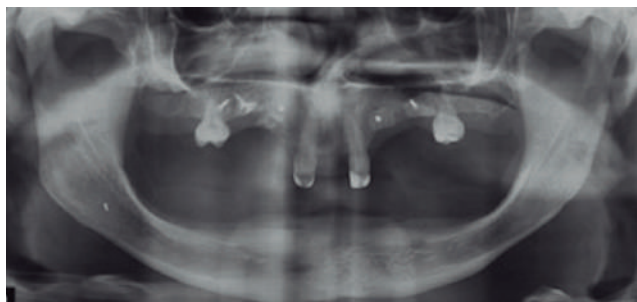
Orthopantomogram (OPG) after bone graft (A).
